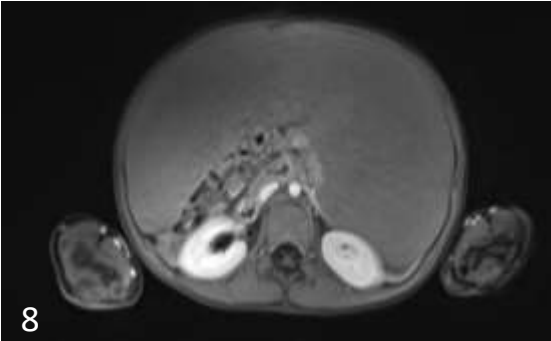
RMN secuencia T1 con Gadolinio: masa ligeramente hipointensa, sin realce luego de la inyección de contraste.
